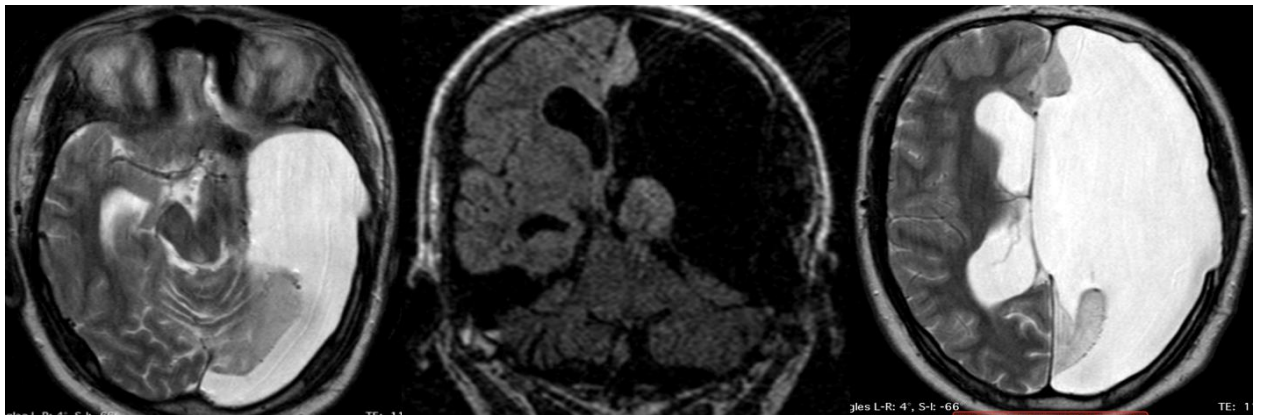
Аксіальні та коронарний зрізи МРТ головного мозку хворого М. (№173790/2017). Дифузне ураження лівої півкулі мозку, лівобічна геміатрофія (енцефаліт Расмуссена)
